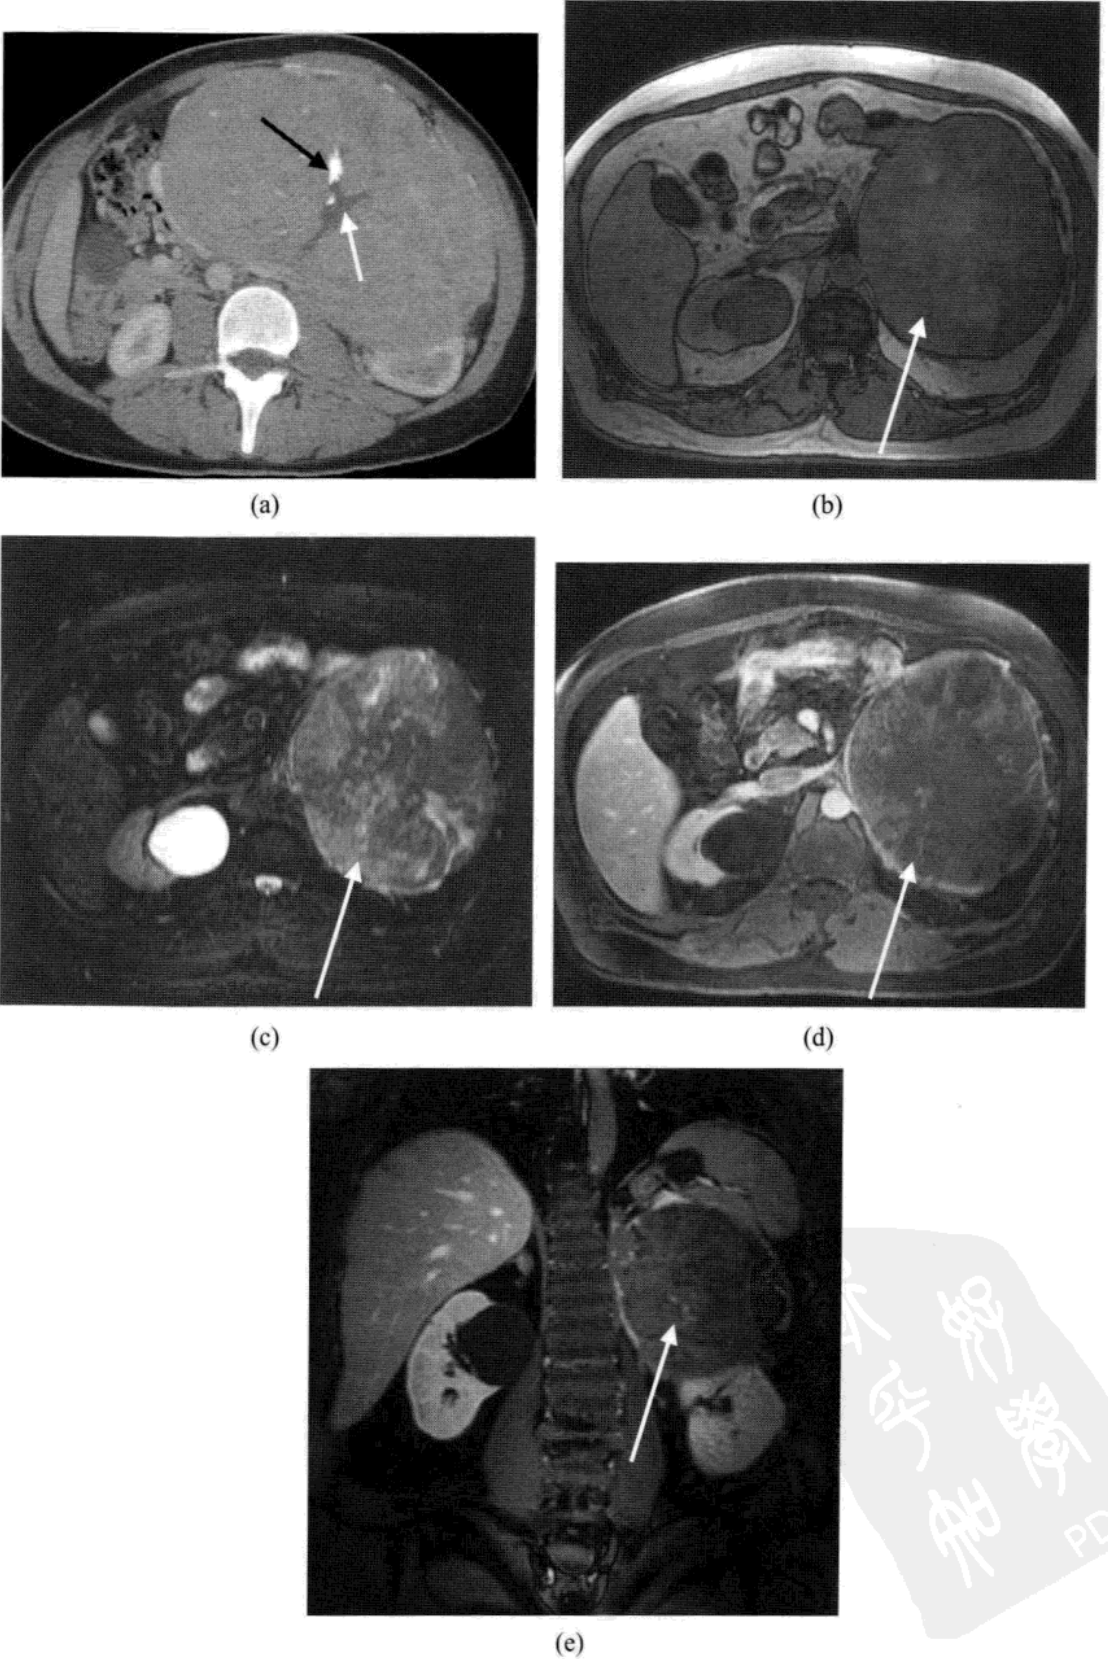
肾上腺皮质癌。(a) CT 增强图像示大片混杂强化左肾上腺肿块，包含钙化（黑色箭头）和坏死的低密度区（白色箭头）。(b-e) 另一例肾上腺癌的 MR 图像示在静脉注入钆对比剂之前和之后的混杂信号区（箭头），由变性和坏死组成。
